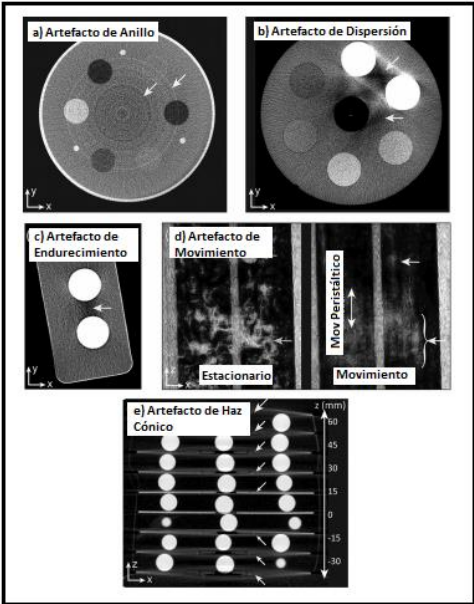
Imágenes de CBCT que forman artefactos: a) artefactos de Anillo, b) Dispersión de rayos X, c) endurecimiento del haz, d) artefacto de movimiento, e) artefacto de haz cónico [37].
